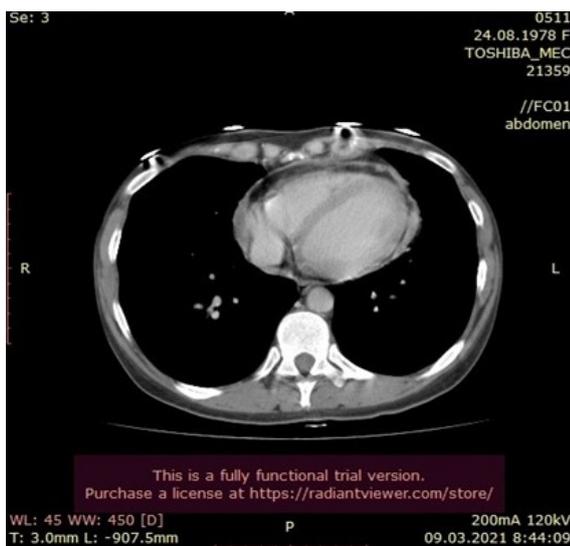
КТ-зображення серця пацієнтки Д. через 1 рік
